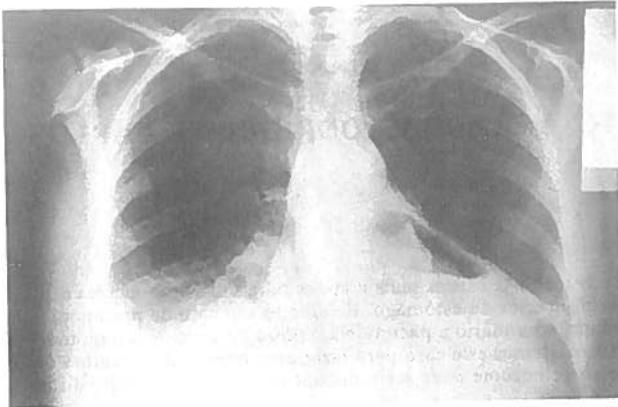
Telerradiografia do tórax em pósterio-anterior. Seta mostrando o pericárdio.
